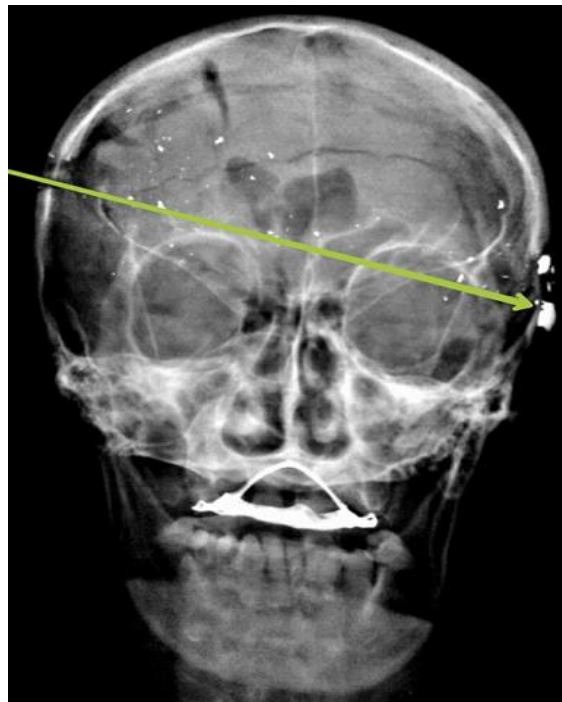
Radiografía que muestra el trayecto y ubicación final de los fragmentos de densidad metálica de proyectil de arma de fuego
